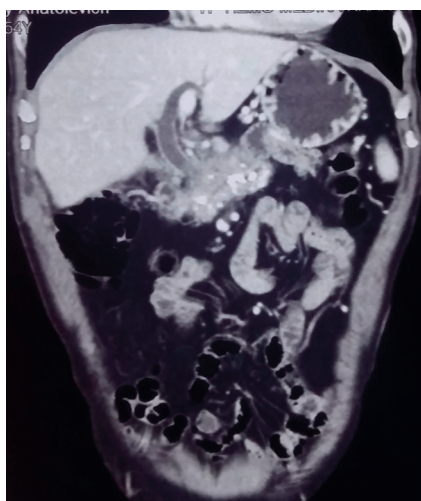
Мультidetекторная КТ. Признаки портальной гипертензии с наличием венозных коллатералей
